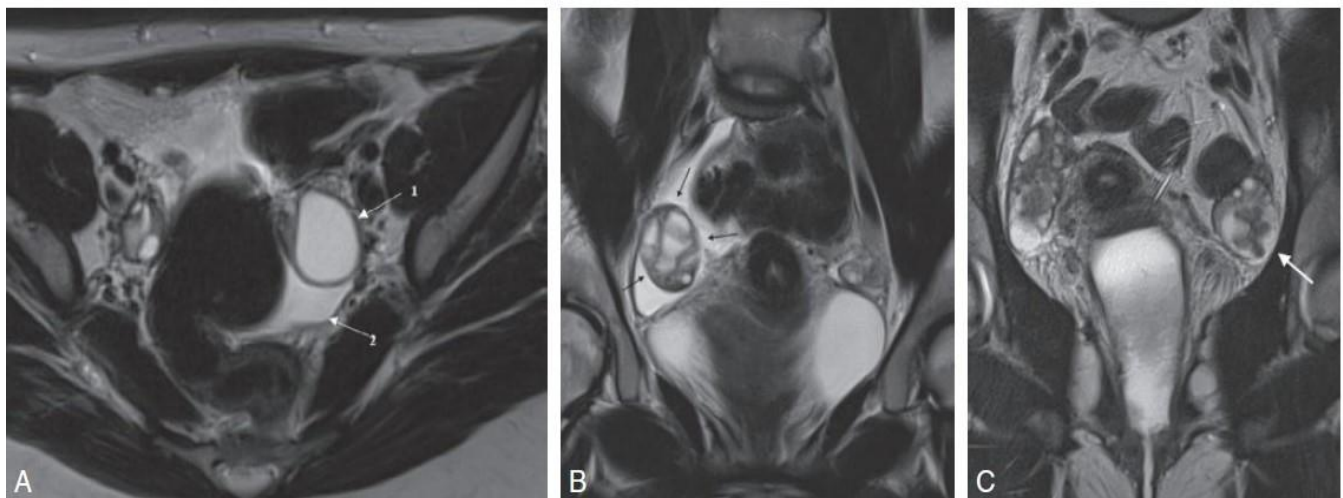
Ovaire en milieu de cycle, aspects IRM T2
